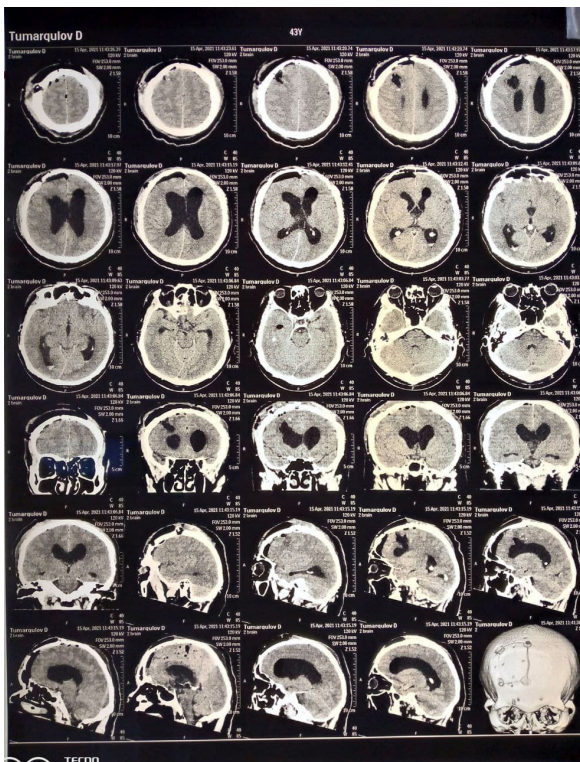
МСКТ головного мозга после операции (описание в тексте).
